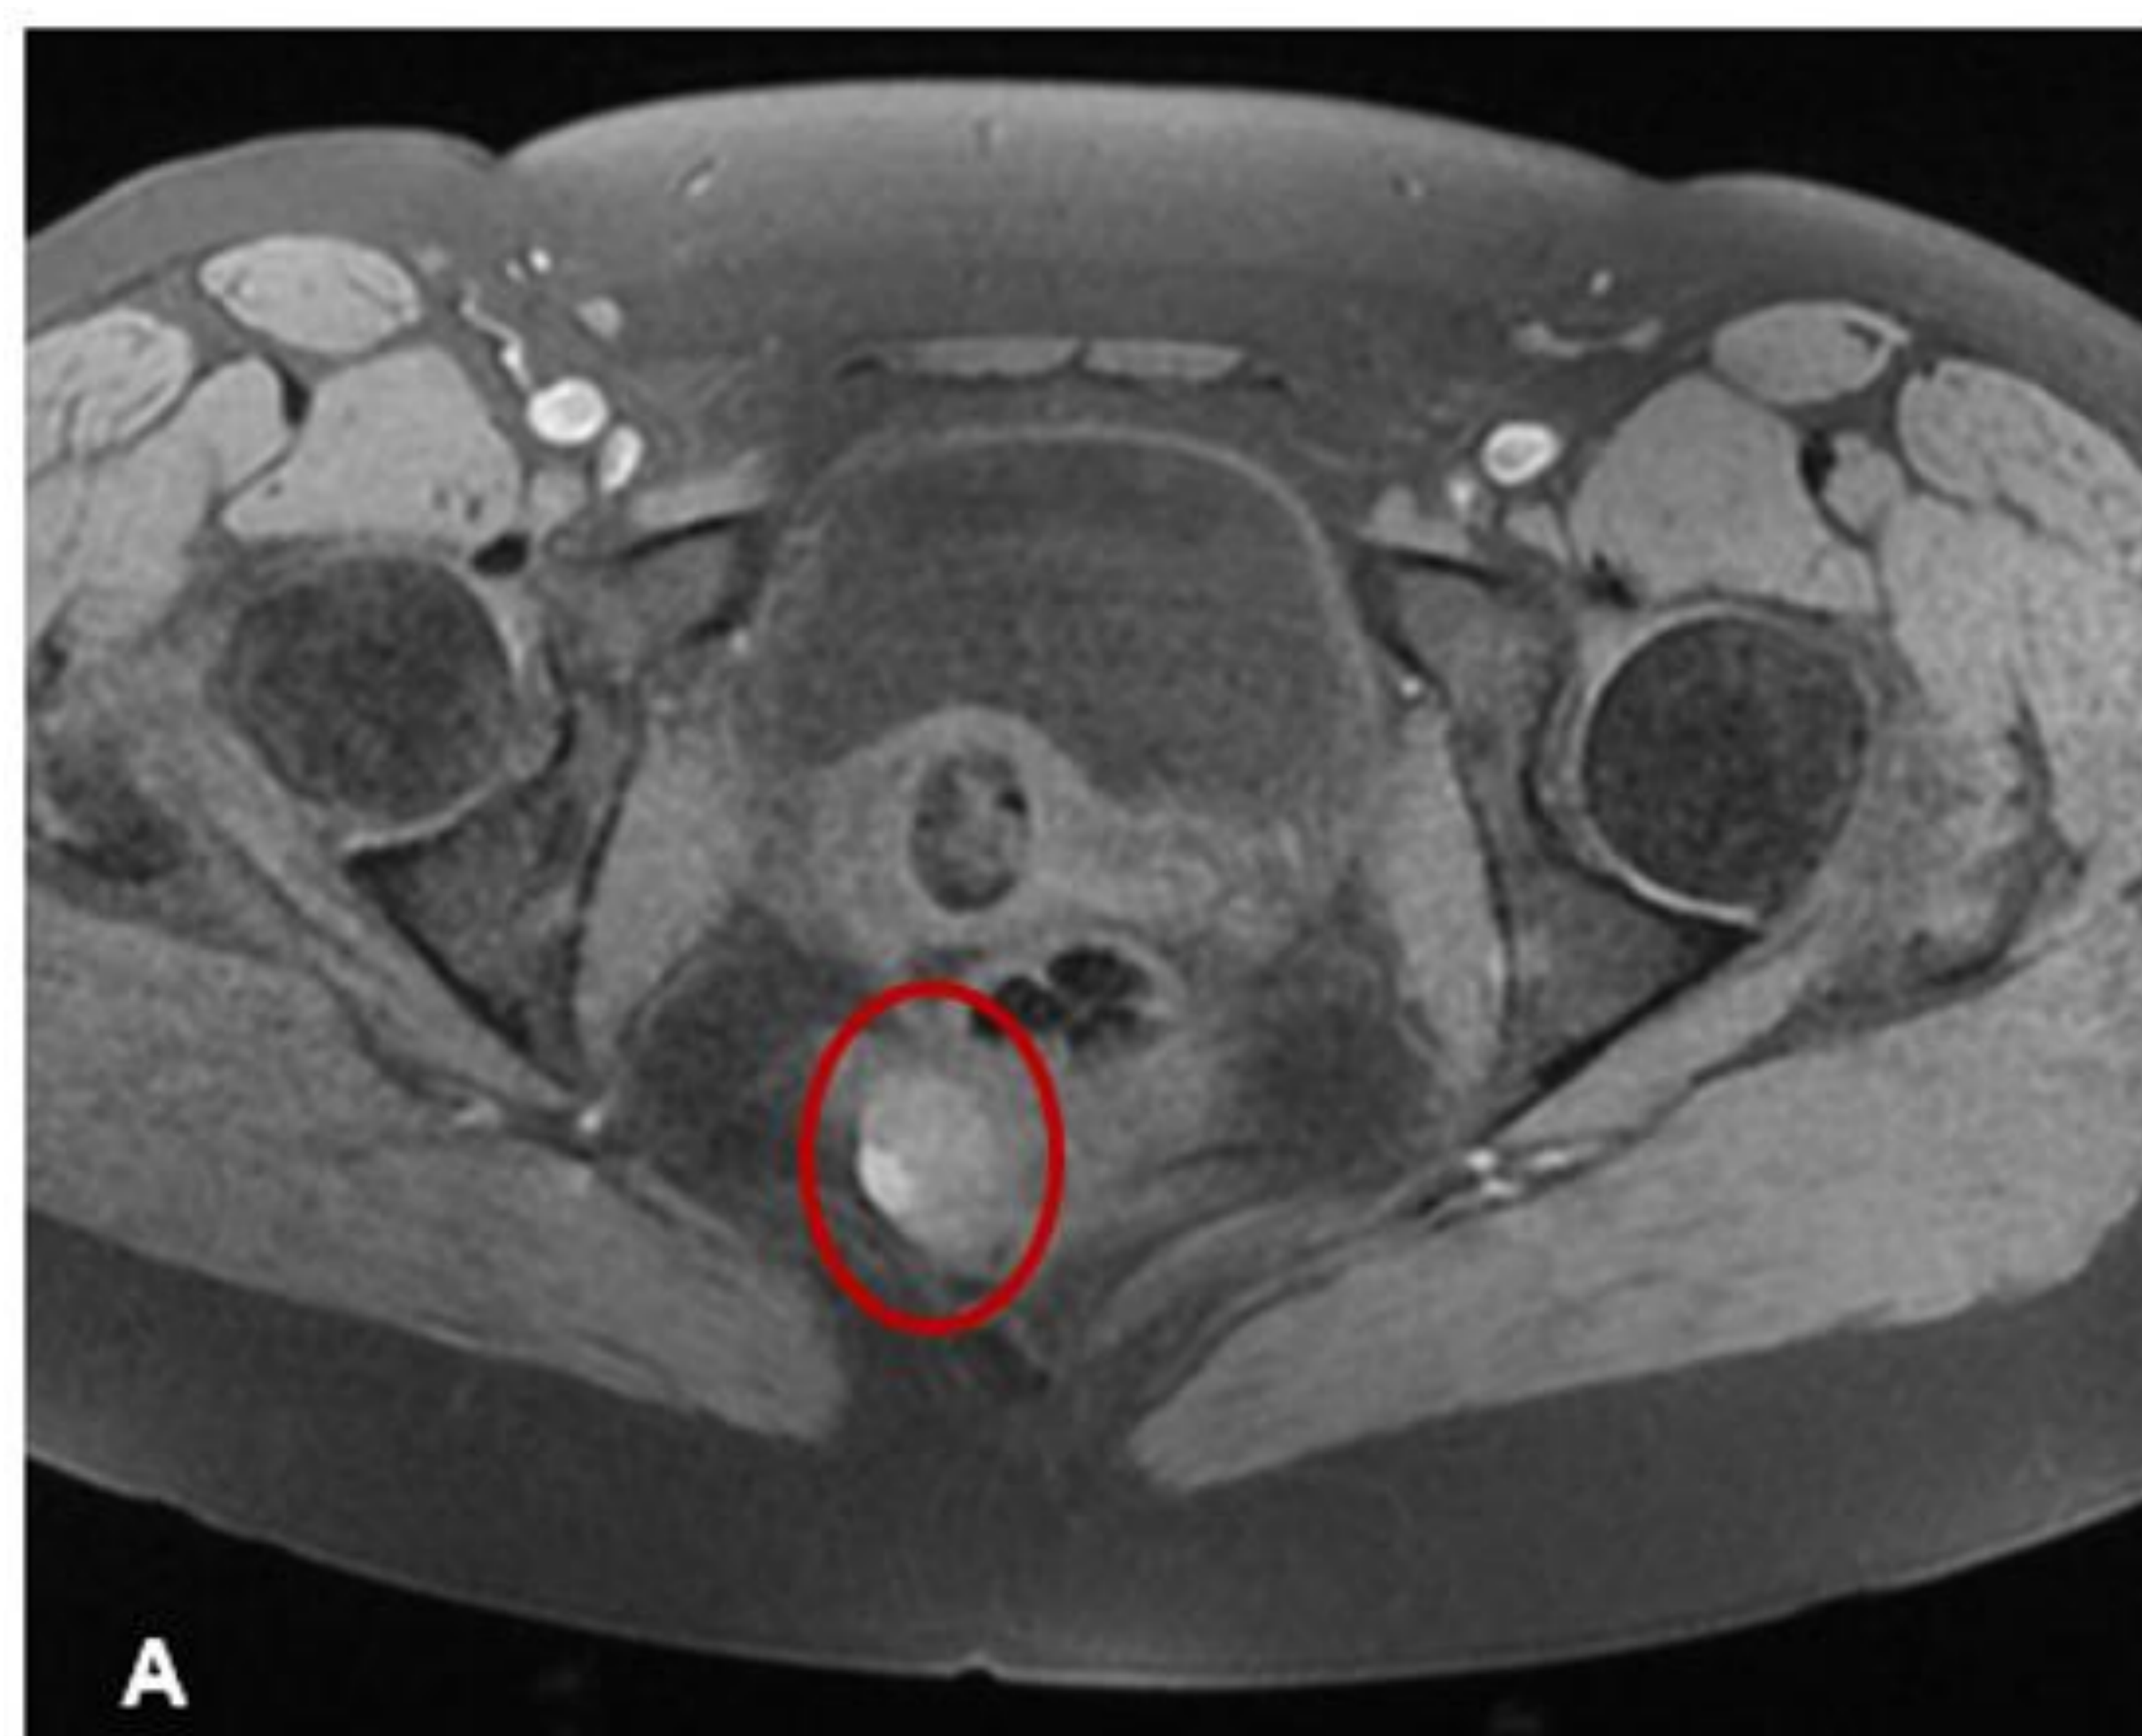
Hamartoma quístico retrorrectal. Lesión tabicada de pequeño tamaño en localización retrorrectal, imágenes de RM en fase (A) y fuera de fase (B), persistiendo intensidad de señal en ambas secuencias (círculos rojos)
